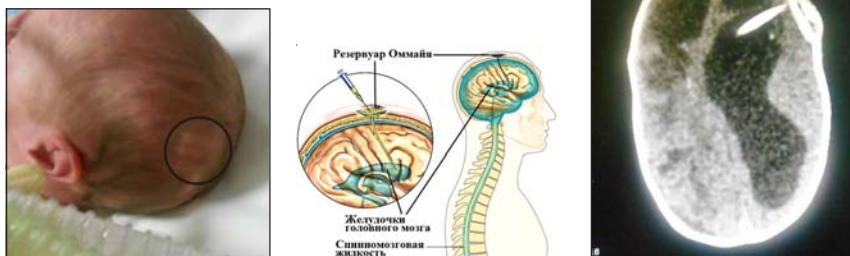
Ребенок с имплантированным резервуаром типа ОММАУА, СКТ Головного мозга
